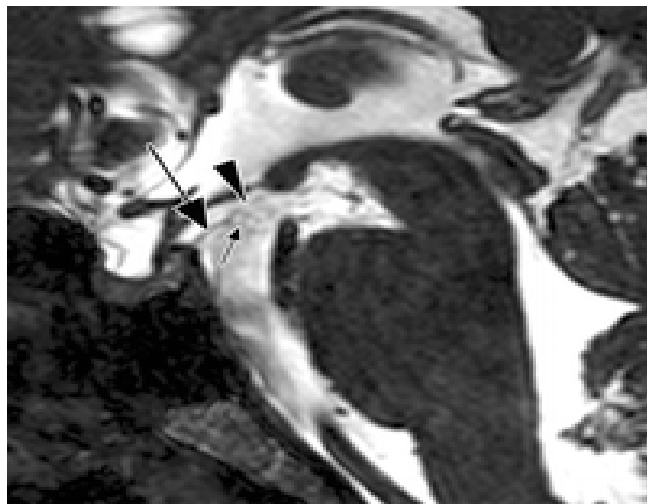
IRM T2, en coupe sagittale de la membrane de liliequist. (31)
